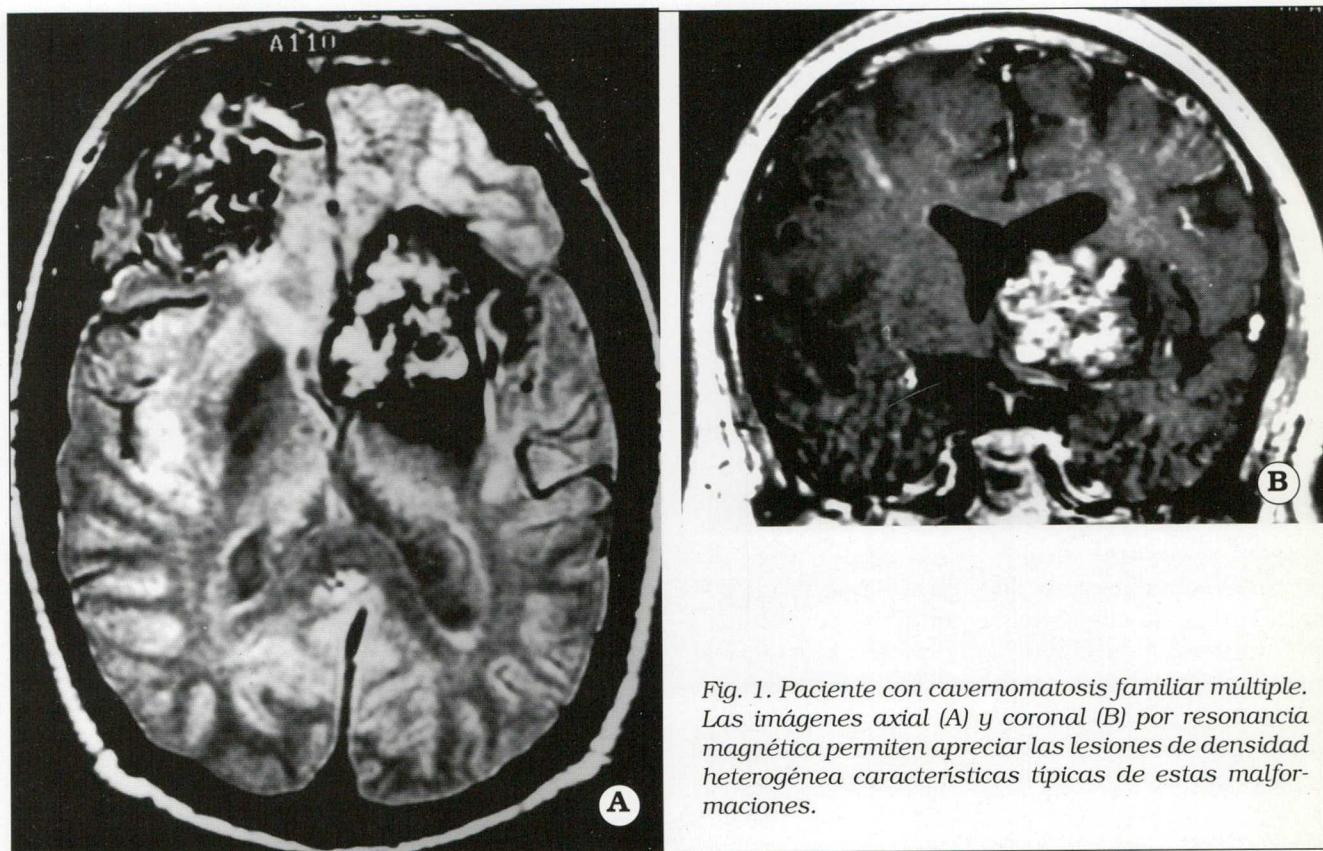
Paciente con cavernomatosis familiar múltiple. Las imágenes axial (A) y coronal (B) por resonancia magnética permiten apreciar las lesiones de densidad heterogénea características típicas de estas malformaciones.
